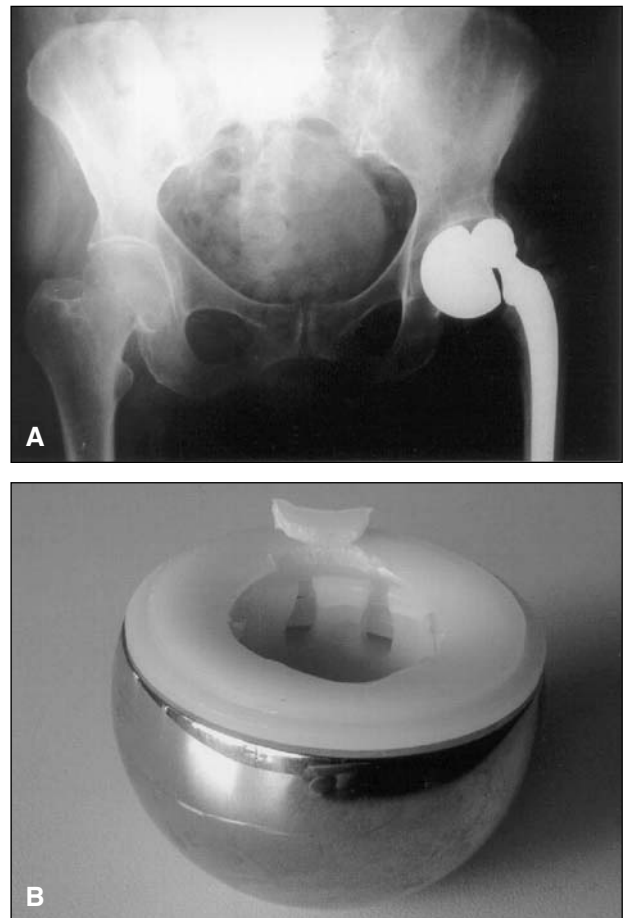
A. Radiografías que muestran el desmontaje de la prótesis. B. Disociación intraprotésica con el anillo de fijación en su posición y daño de los dientes en la parte superior de la copa.
